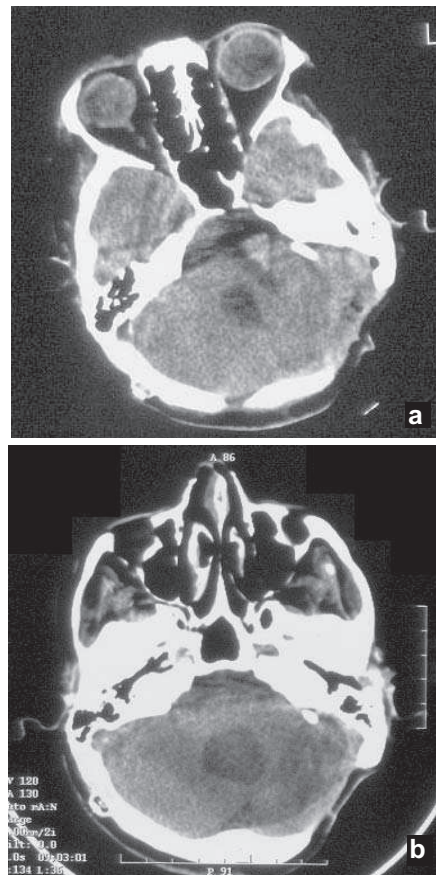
TDM cérébrale, à 7 semaines (a) et à 8 mois (b) : Régression du kyste et réapparition du V4
